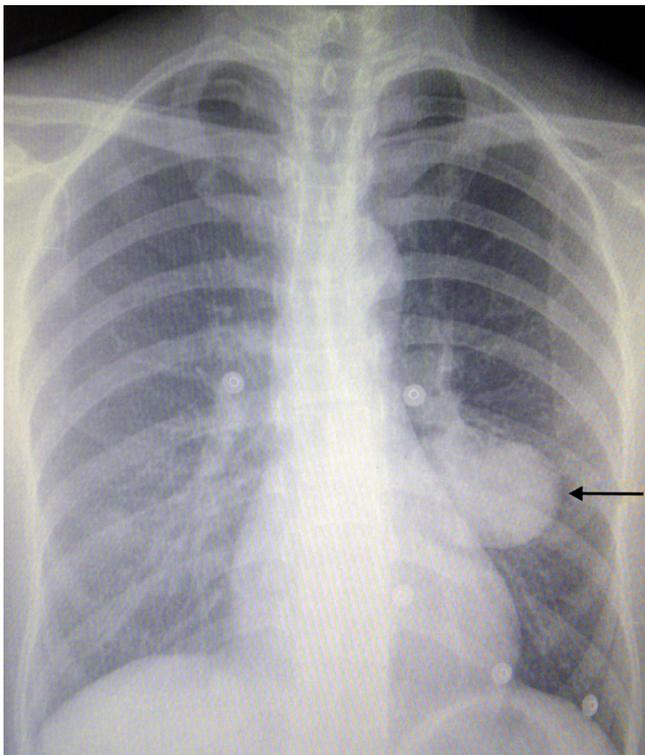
Neumocitoma en hemitórax izquierdo en la radiografía (flecha).
